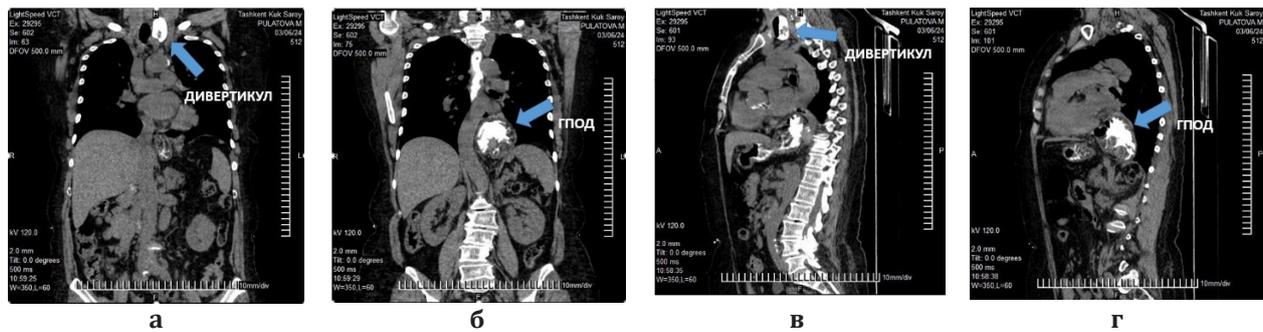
МСКТ больной П.: прямая проекция (а, б); боковая проекция (в, г).
